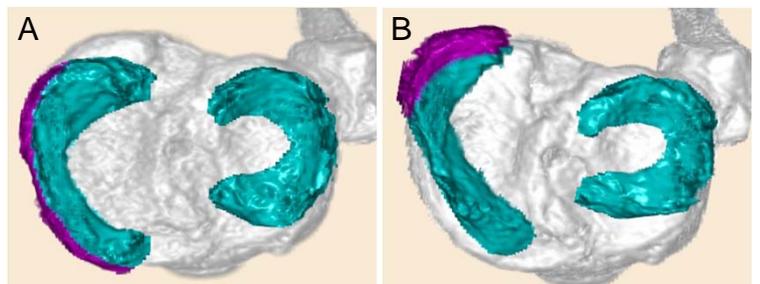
Open MRI (3D) を用いたMMPRTの半月板動態解析
